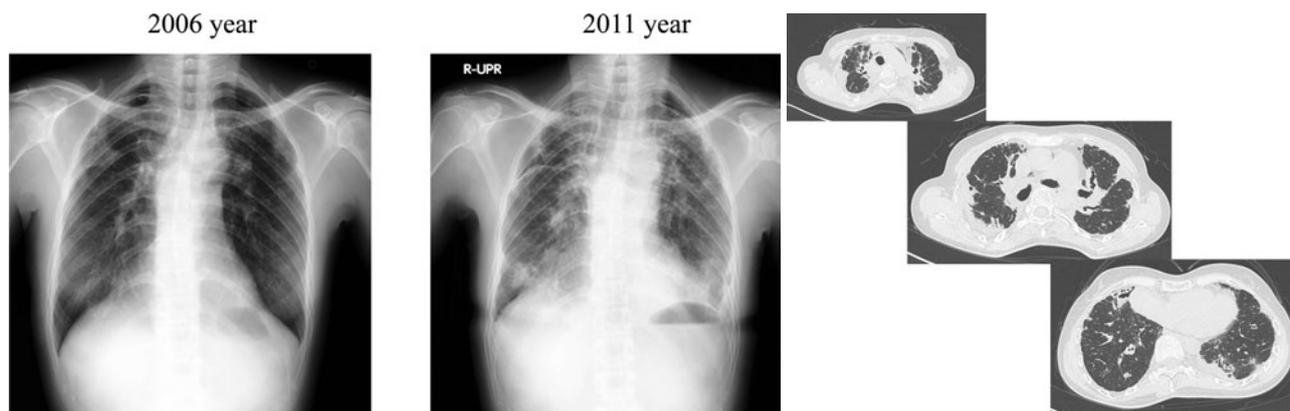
Chest X-ray film in 2011 showing progressively bilateral infiltrative shadows in apex and lower lobes and volume loss in upper lobes. HRCT showing irregular consolidation in the bilateral subpleural zone, especially in apex. No honeycombing was observed.
